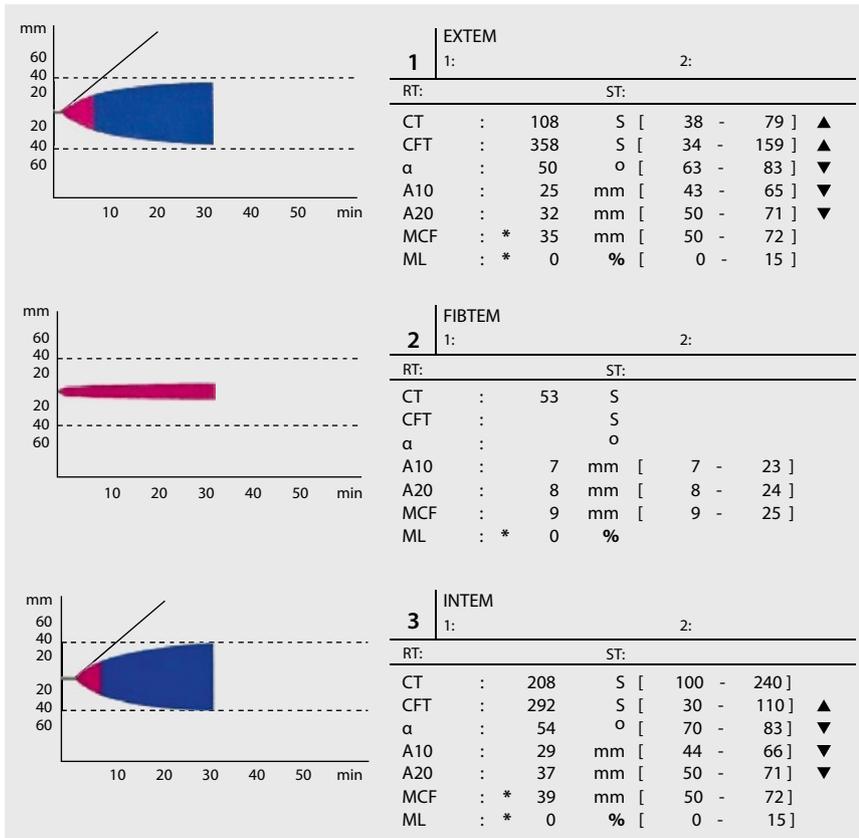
▲ Perioperative Thrombelastographie, Störungen in der INTEM- und EXTEM-Analyse mit Verlängerung der „clotting time“ (CT) und der „clot formation time“ (CFT) als Zeichen eines Faktorenmangels und einer verlangsamt ablaufenden Gerinnung, A10 „clot amplitude after 10 minutes“, A20 „clot amplitude after 20 minutes“, EXTEM „extrinsically activated ROTEM“, FIBTEM „functional fibrinogen test“, INTEM „intrinsically activated ROTEM“, MCF „maximum clot firmness“, ML „maximum lysis“, RT „result“, ST „standard“
